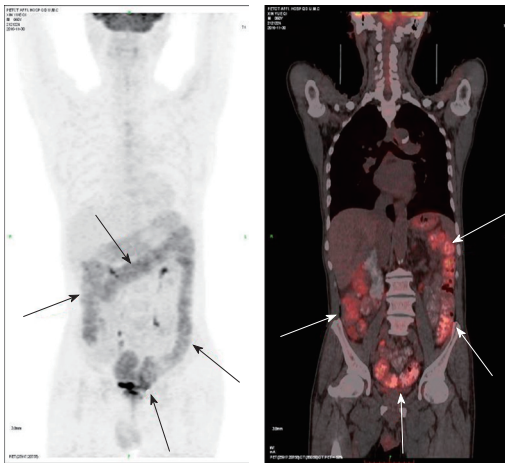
PET-CT表现. 由箭头指示可见胃壁及肠壁弥漫增厚, 代谢增强.
